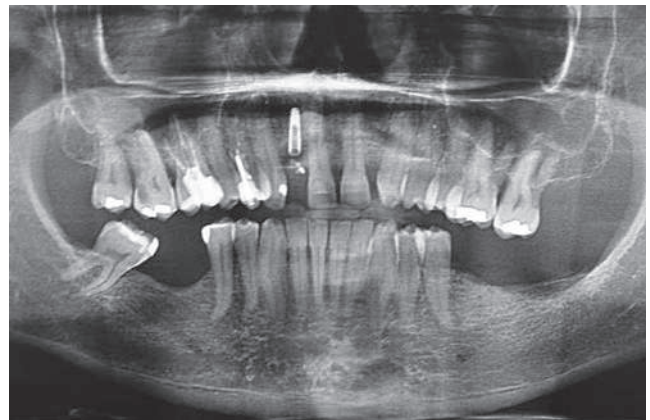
Ortopantomografia post intervento
